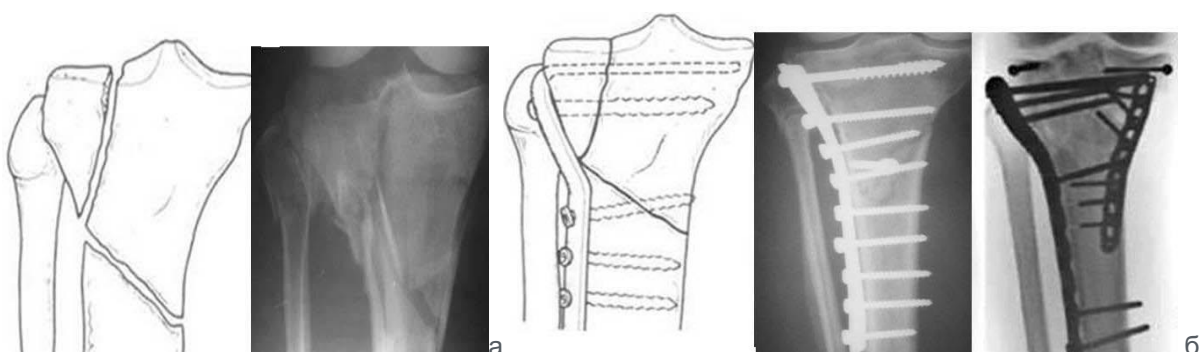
Схеми та фото рентгенограм – перелом Schatzker 6: а – до операції; б – варіанти внутрішнього остеосинтезу проксимального епіметафізу та діафізу великогомілкової кістки після відкритої репозиції.
